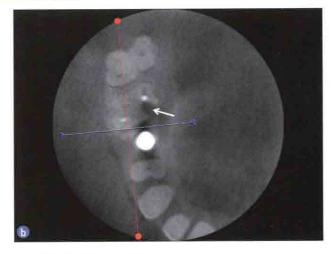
a.CT 扫描侧向观察上颌中切牙牙根吸收,b.CT 扫描观察上颌磨牙腭根吸收
